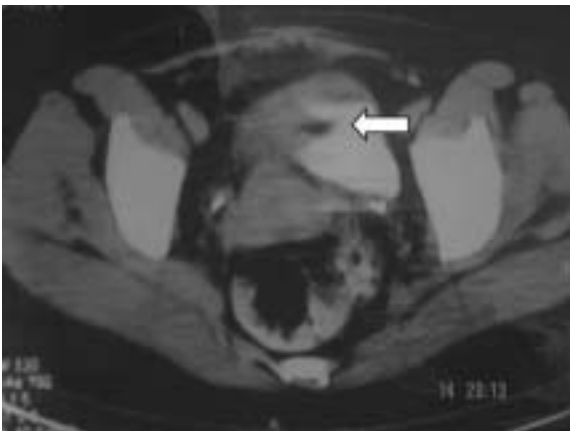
Tomografia Computadorizada de pelve não contrastada, antes do tratamento. Lesão em parede vesical (seta).
